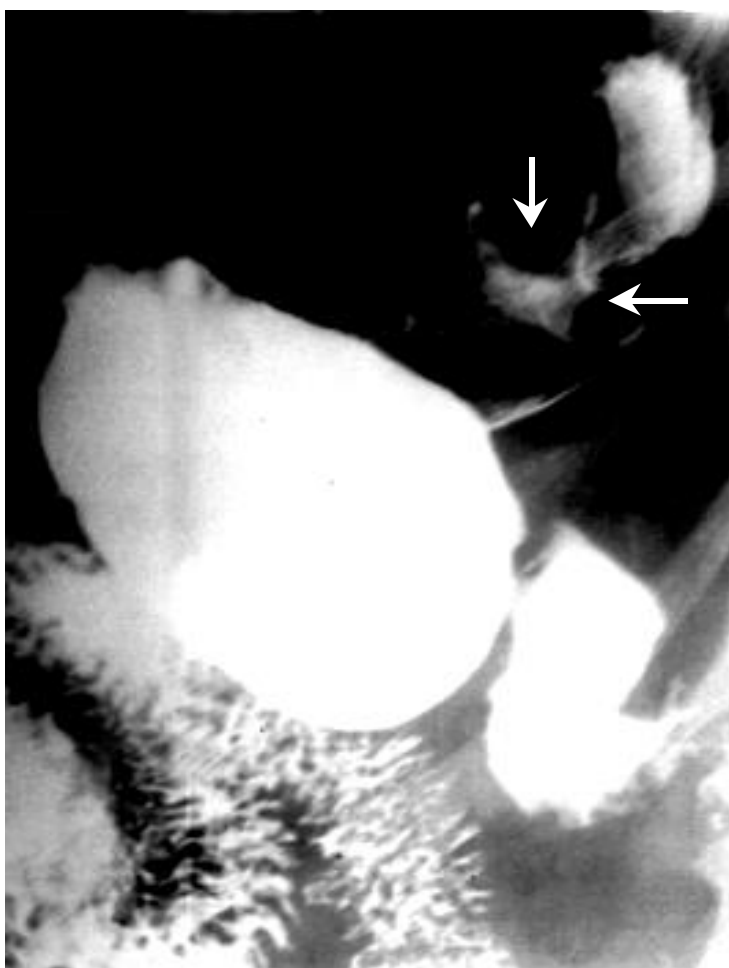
Рентгенограмма.
